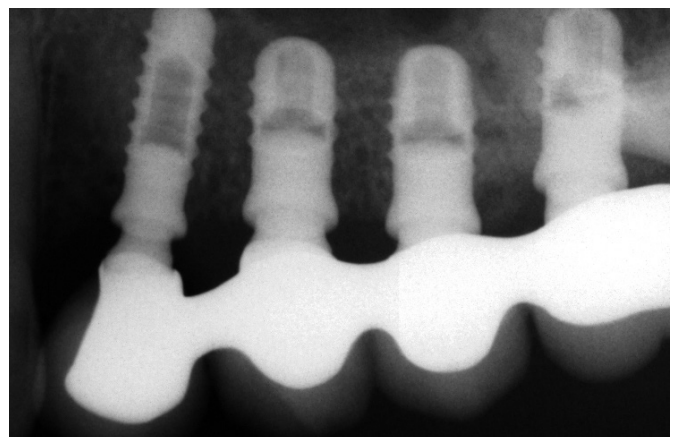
Radiografia endorale a 6 mesi dalla consegna: si notino il guadagno osseo endosinusale e l'ottimo mantenimento dei livelli ossei crestali.
